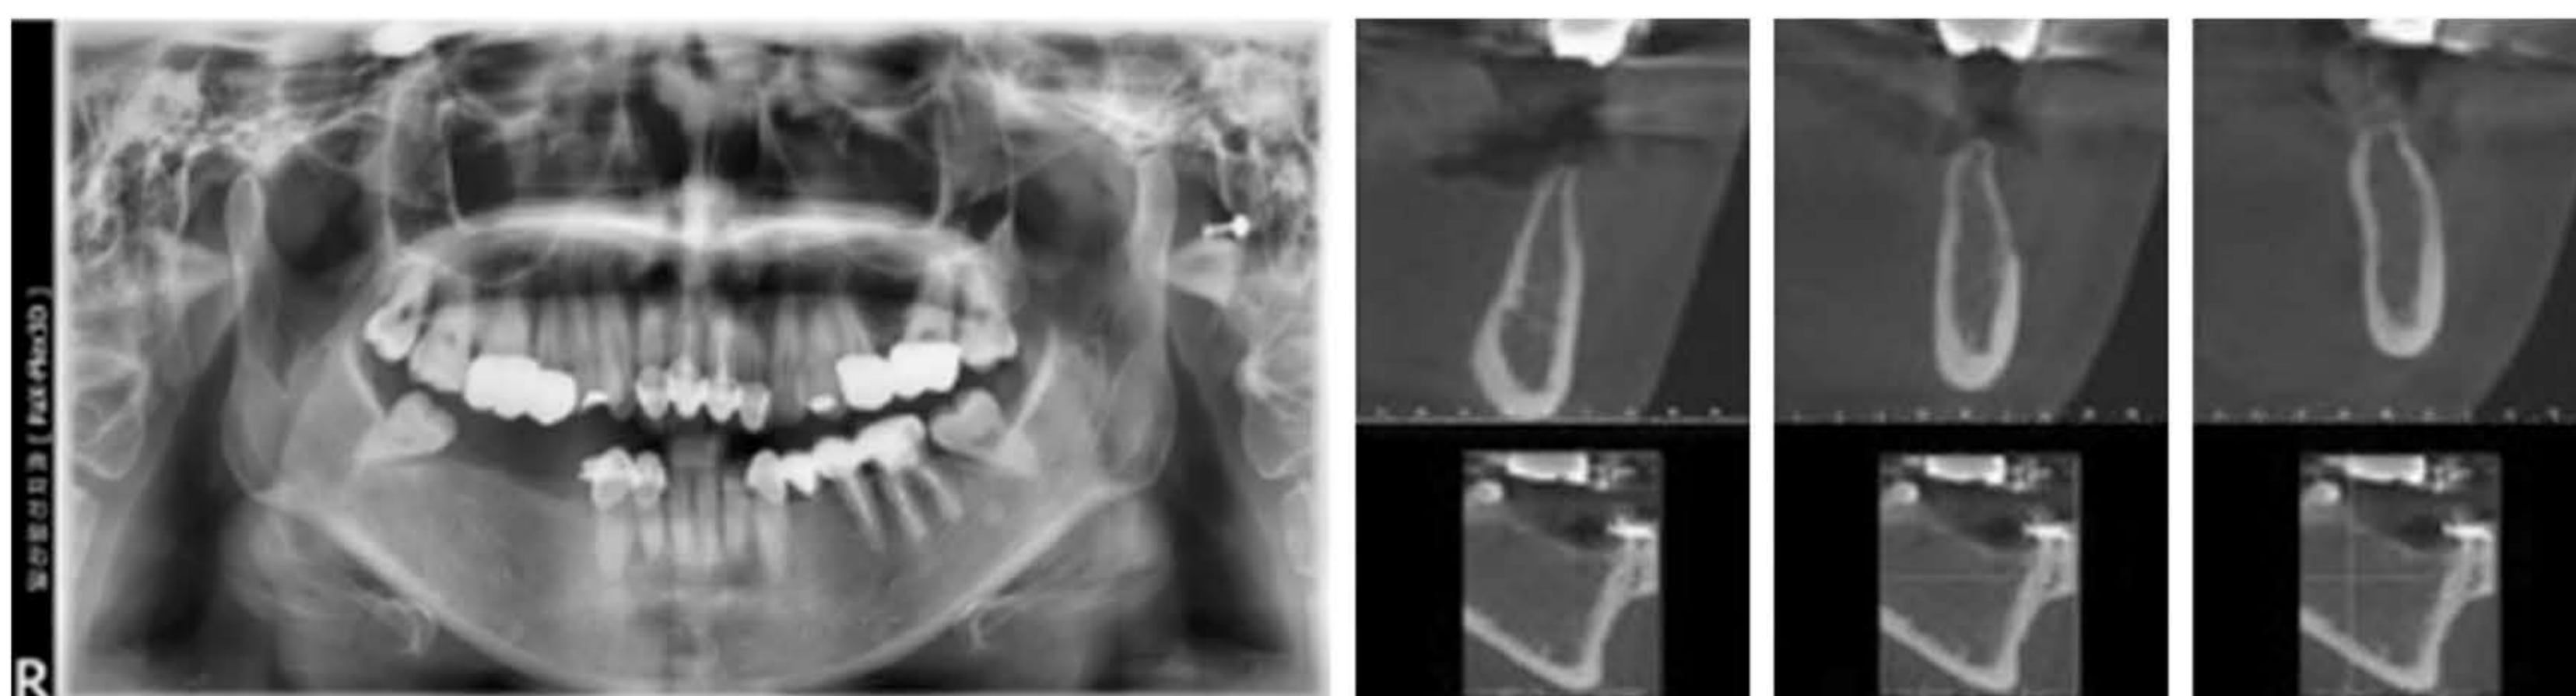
2. Исходная рентгенологическая картина.
